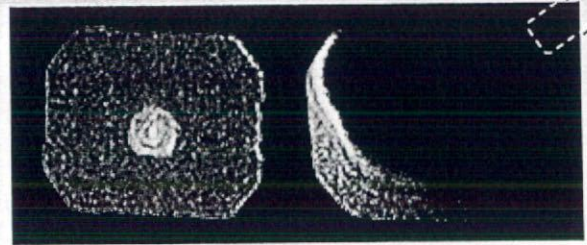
通常の超音波プローブによるMRI画像ノイズの発生例
